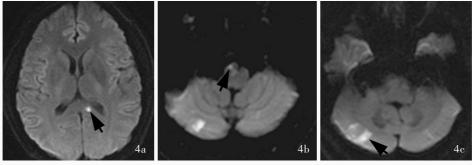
人院后第 5 天 MRI 所见 4a 横断面 DWI 显示,新发左侧胼胝体压部梗死(箭头所示) 4b 横断面 DWI 显示,右侧小脑梗死灶较前扩大,新发右侧延髓梗死(箭头所示) 4c 横断面 DWI 显示,右侧小脑梗死灶较前扩大(箭头所示)
